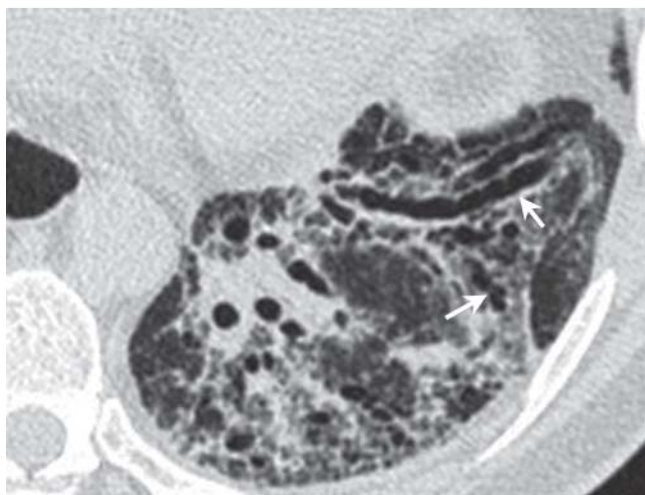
CT mit Traktionsbronchiektasen: irreguläre Erweiterung des Bronchiallumens im linken Unterlappen (Pfeile) bei einer Lungenfibrose.
